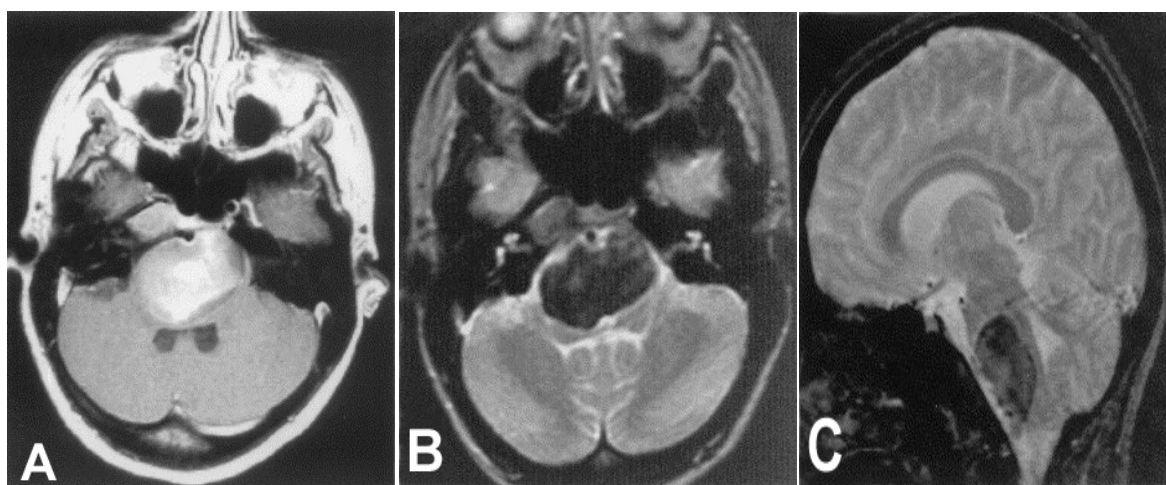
IRM cérébrale montrant un kyste dermoïde médian de la FCP :
